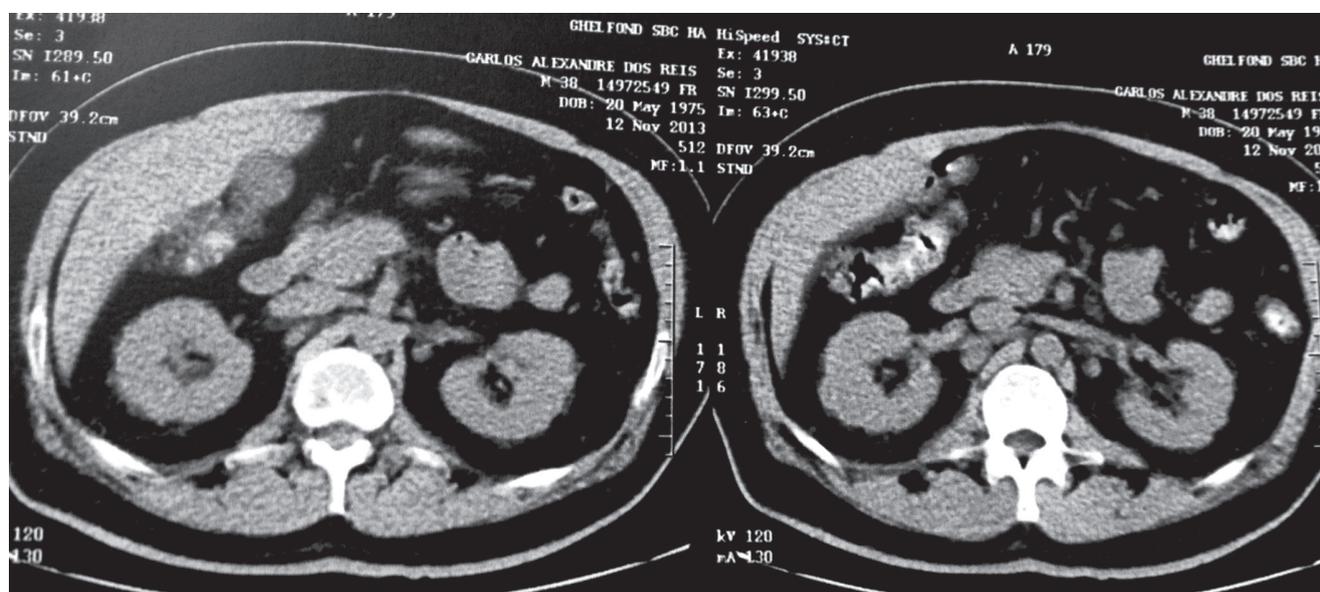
Tomografia computadorizada pré-biópsia.
